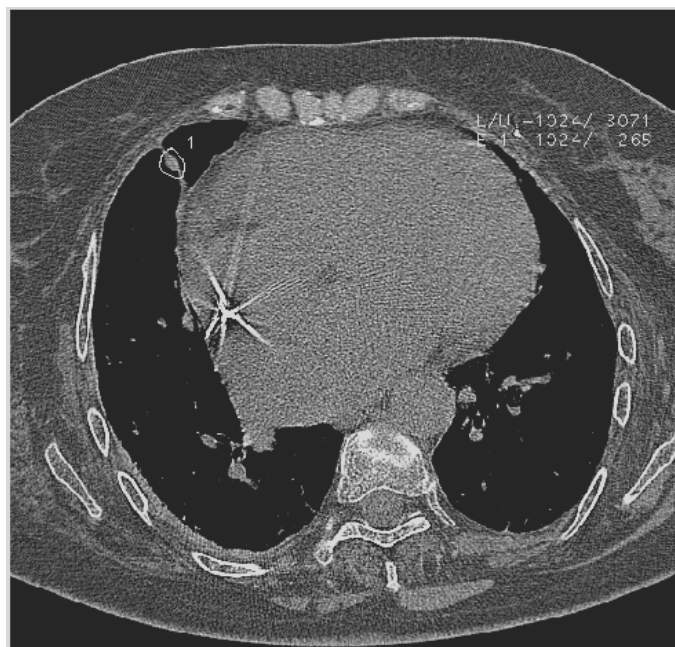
Die Messung der CT-Dichte einer subpleuralen Verdichtung bei gleichem Patienten und Zeitpunkt wie Abbildung 17 ergab einen Spitzenwert von 265 HE.
